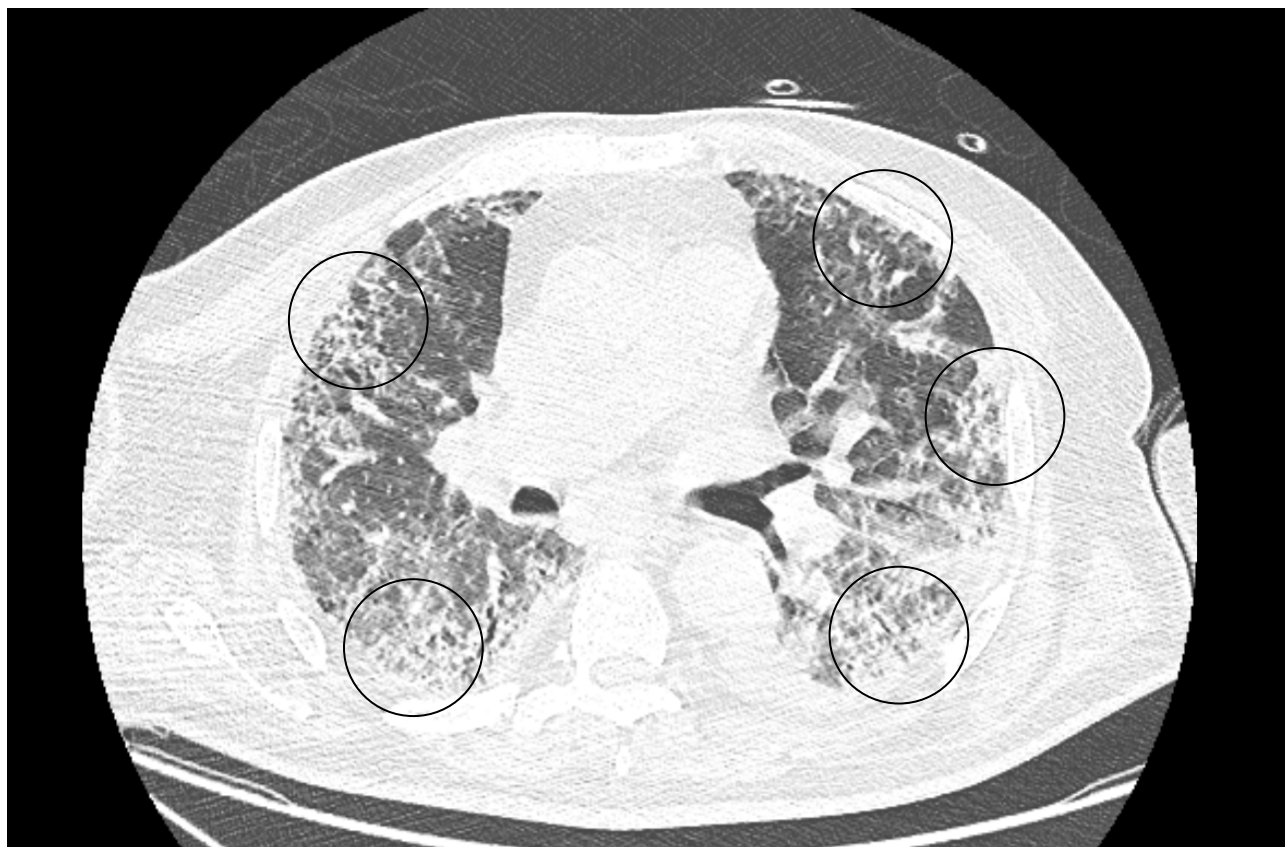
МСКТ легких, аксиальные срезы, легочное окно
